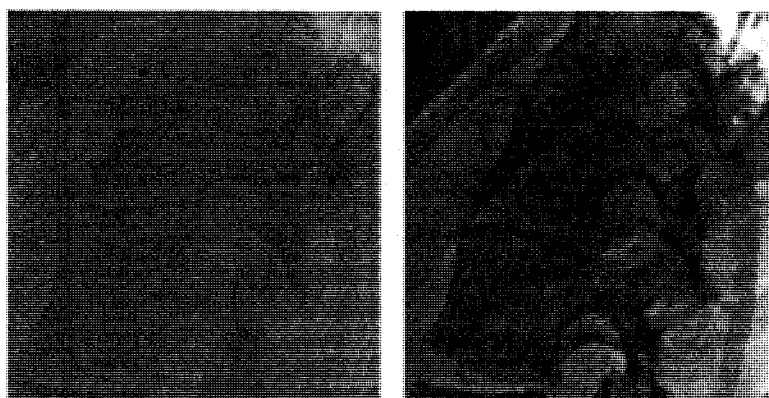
Manual anatomical landmark identification on the coronal and sagittal X-ray for the personalized 3D reconstruction of the scoliotic spine. Markers are the identified landmarks on each vertebra.
